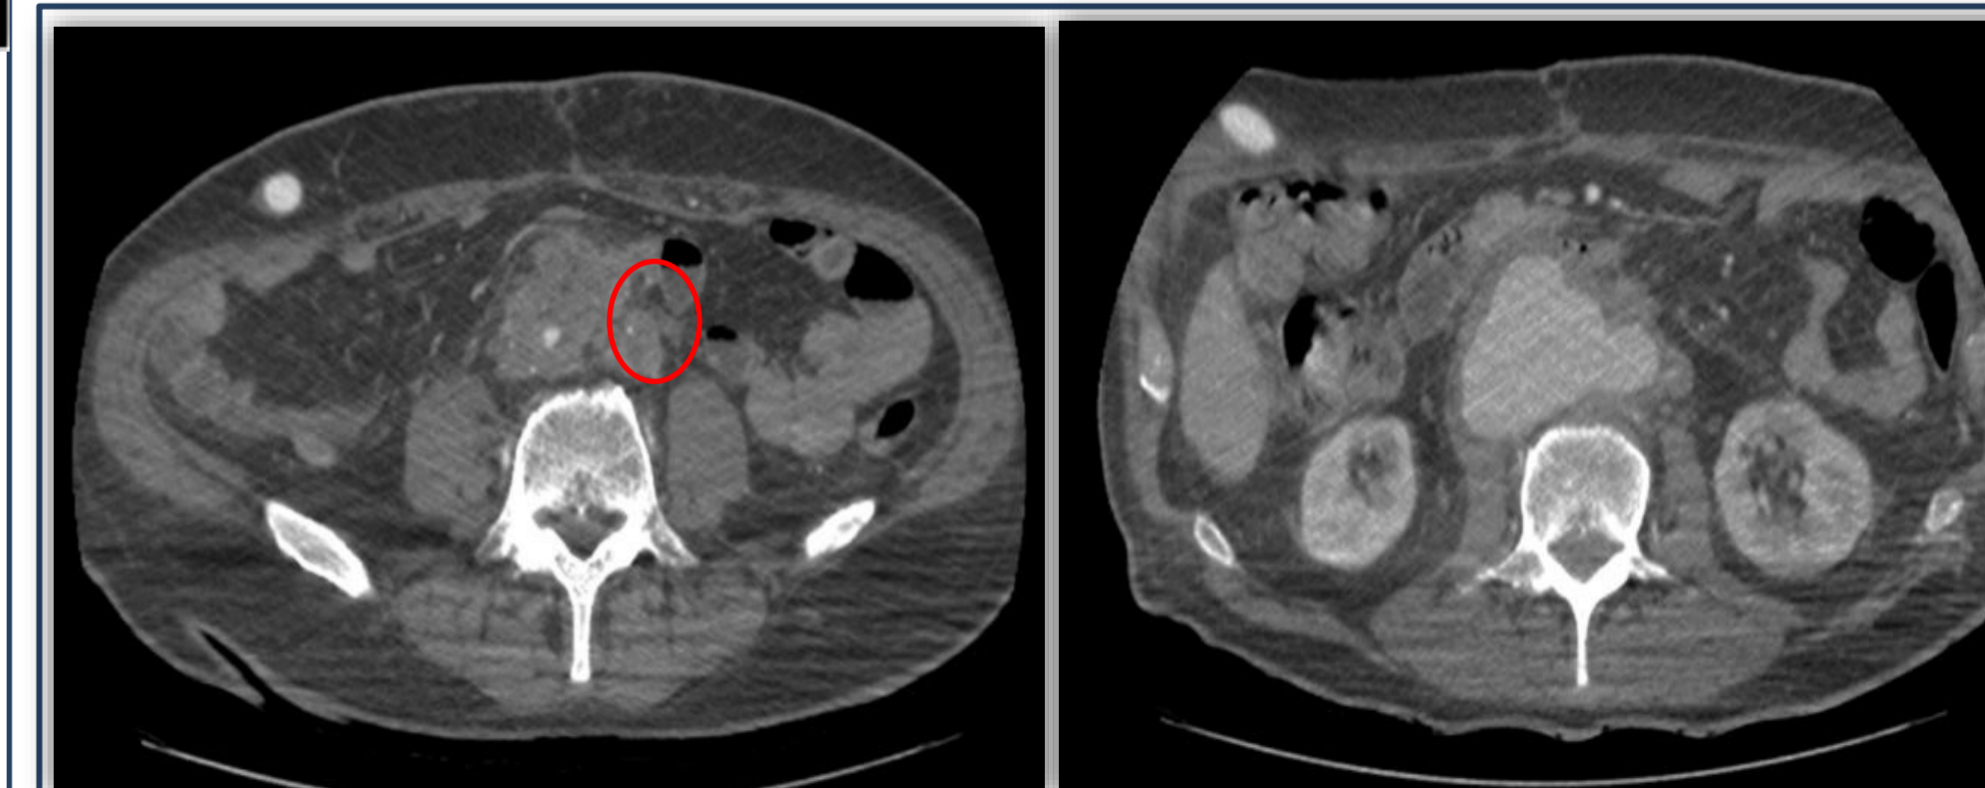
КТ-панаортография: затек контрастного препарата в инфраренальном отделе
